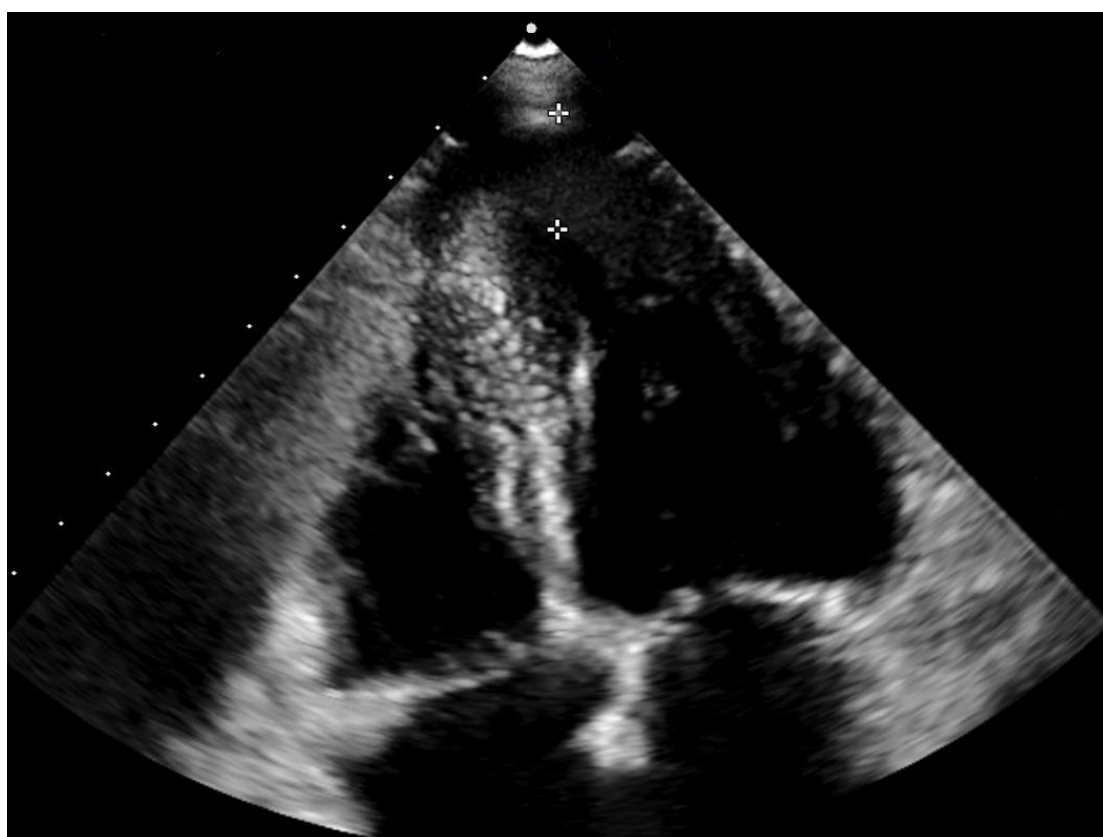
Reverzní septum (Echokardiografické vyšetření, parasternální projekce na dlouhou osu)
